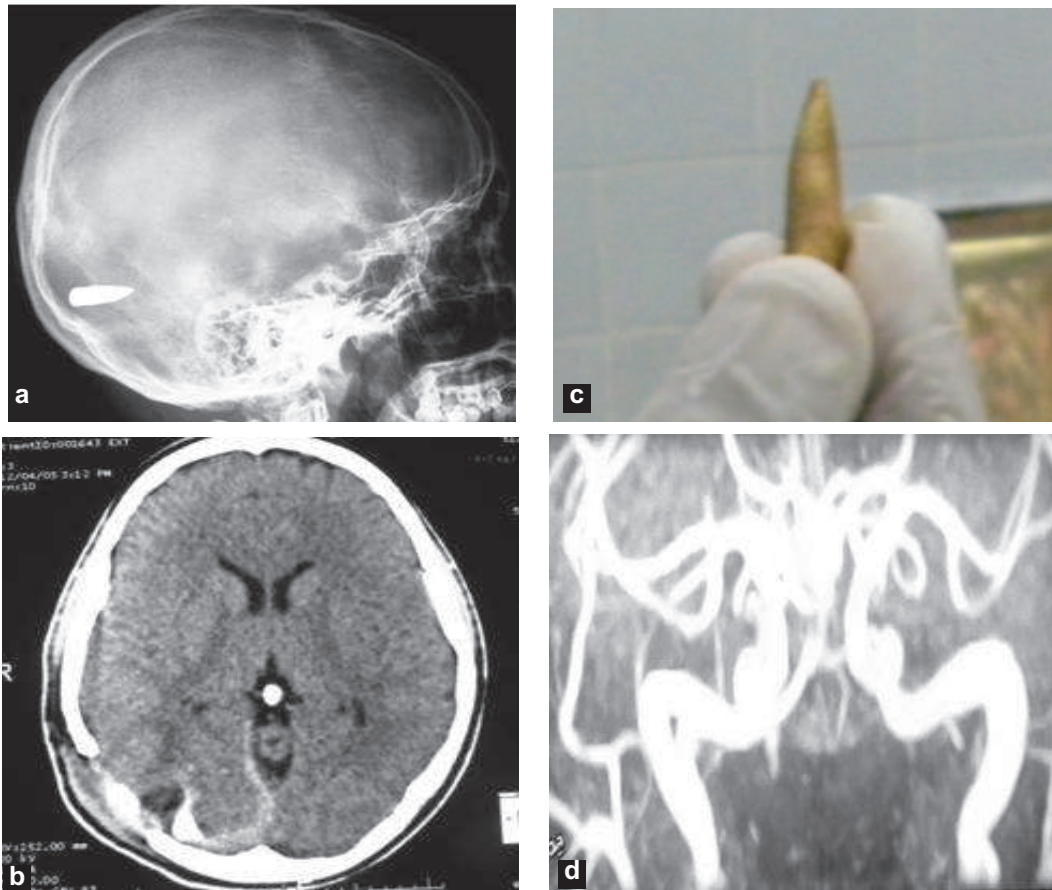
a- Migration occipitale du projectile ; b- TDM après chirurgie ; c- Projectile extrait ; d- AngioIRM n'objectivant pas d'anévrisme
